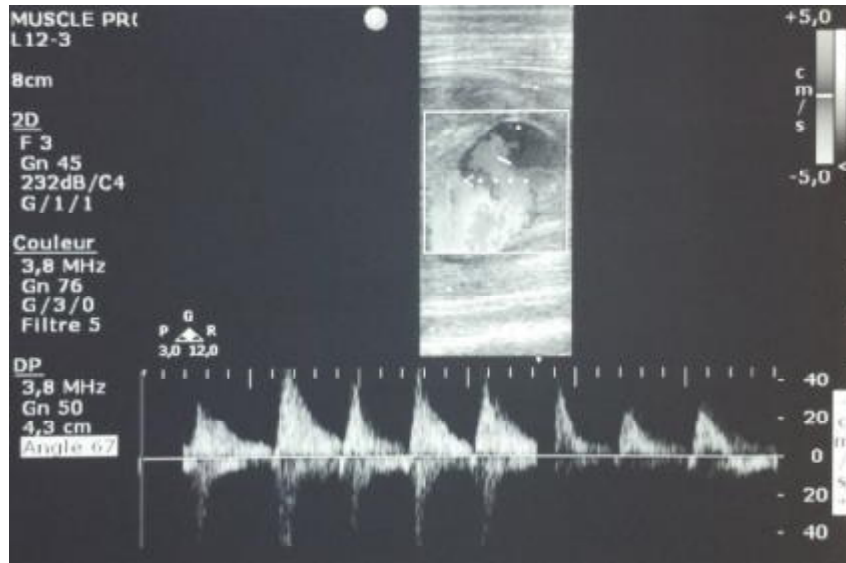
L'échographie doppler artérielle repère une formation adjacente à l'artère tibiale antérieure (obs N°2). Noter le flux alternant caractéristique: positif (remplissage du faux anévrisme) et négatif (vidange
